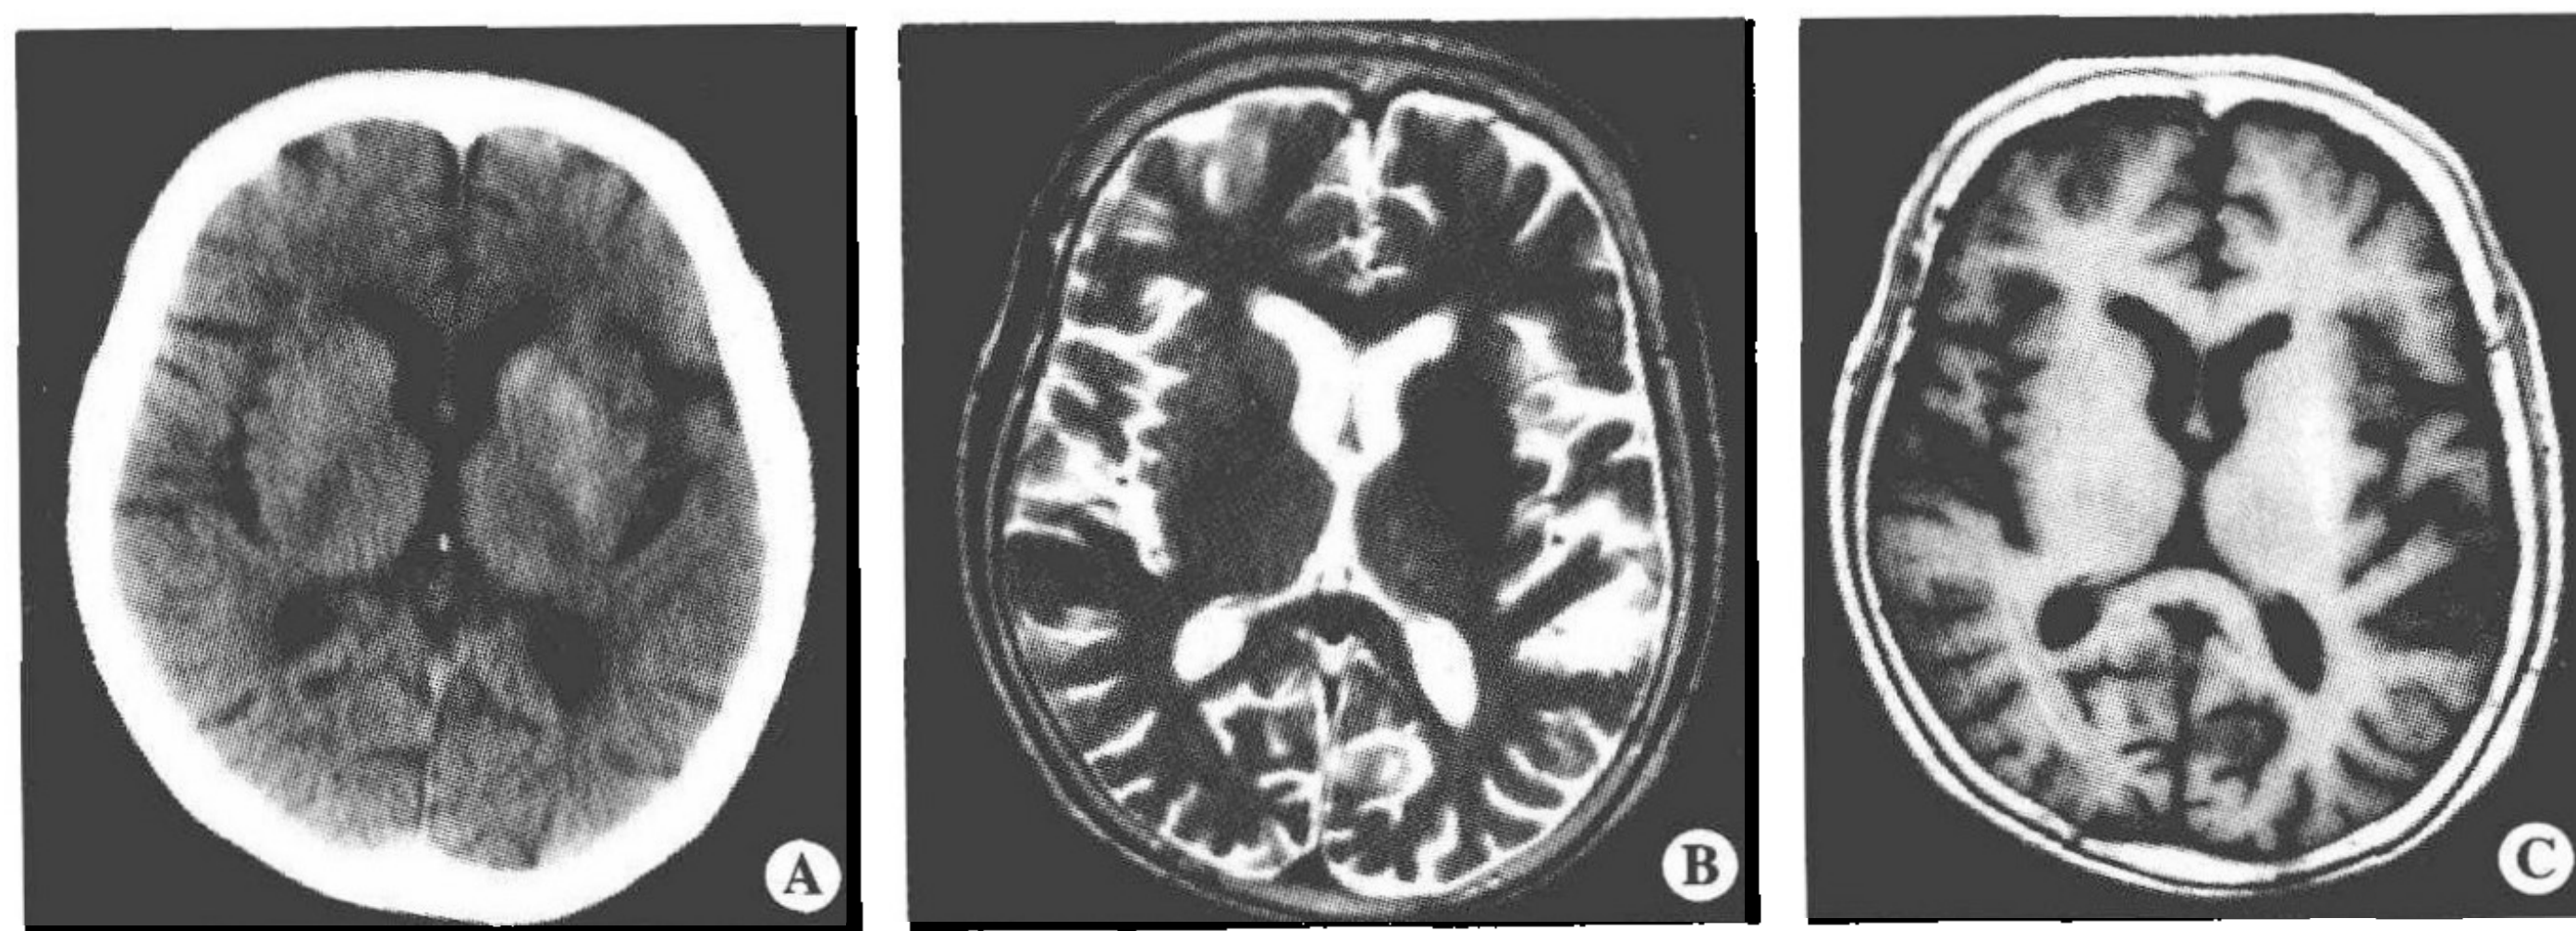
A. 头颅 CT; B. 头颅 MRI T_2 像; C. 头颅 MRI T_1 像
